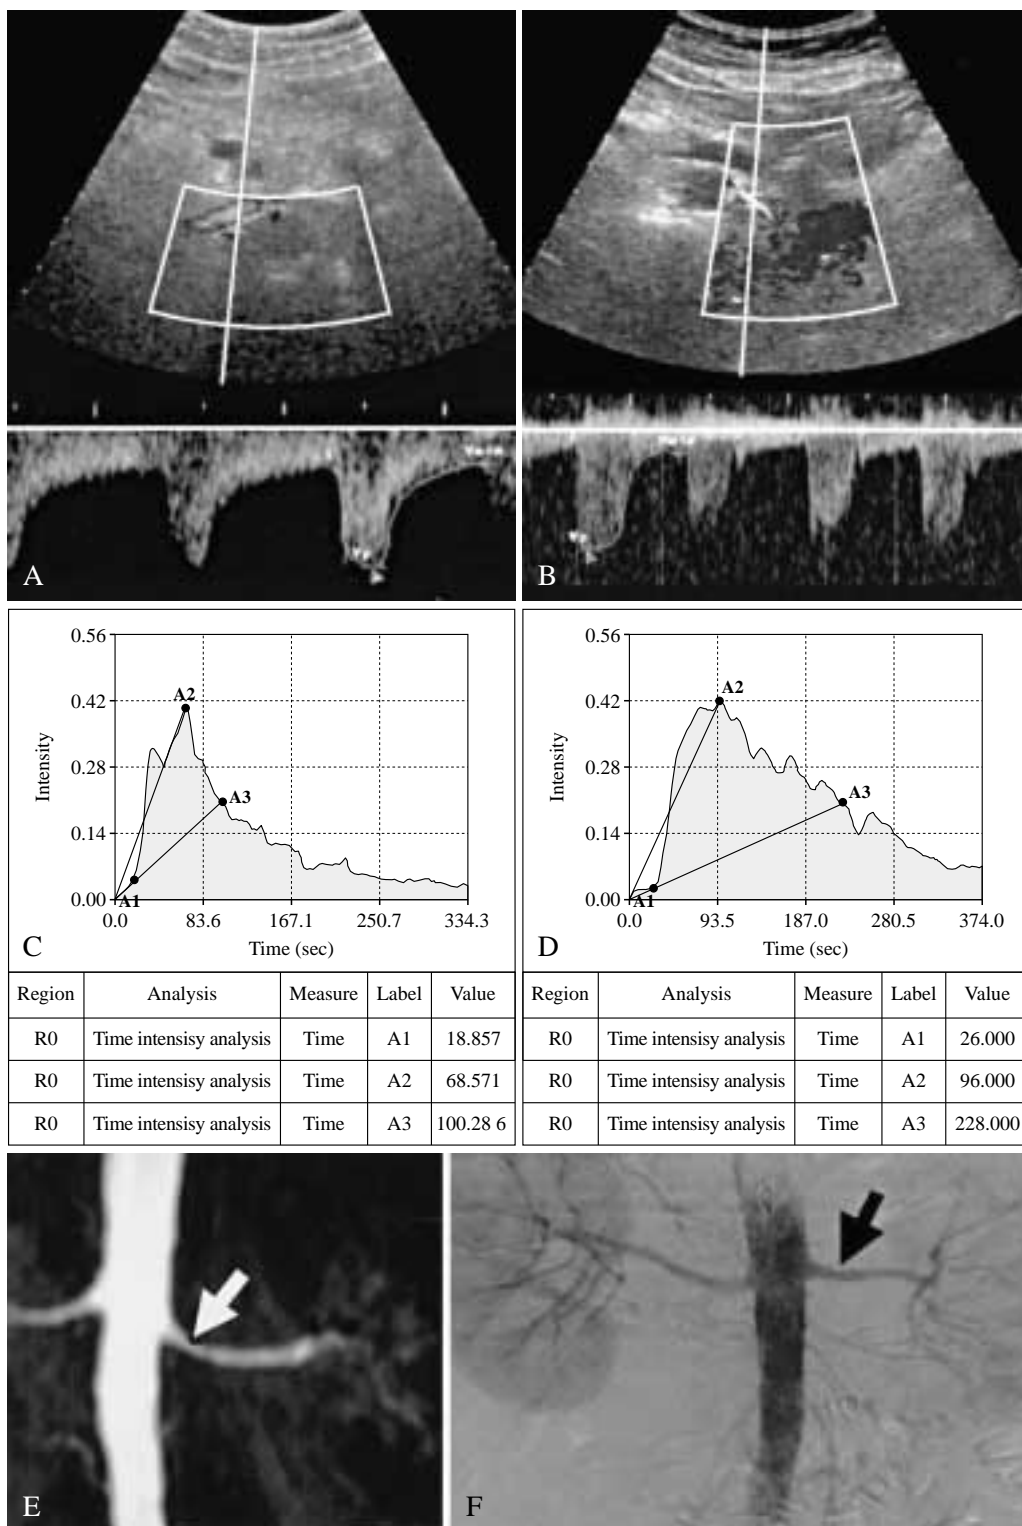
Stenosi di grado lieve ( $\leq 50\%$ ) dell'arteria renale sn. A) Reperti ECD normali a livello dell'arteria renale dx. B) Elevata velocità di picco sistolico all'origine dell'arteria renale sn (gli spettri sono rappresentati con due scale diverse in (A)  $-0,86$  m/s, in (B)  $-2,12$  m/s). C) Normale curva di enhancement a livello del rene dx. D) Ritardo patologico nelle fasi di wash-in e wash-out nella curva di enhancement del rene sn. E) Immagine coronale Angio-RM MIP tridimensionale evidenzia una stenosi di grado lieve (freccia) all'origine dell'arteria renale sn. F) La DSA antero-posteriore conferma (freccia) i reperti ecotomografici ed Angio-RM. *Mild stenosis ( $\leq 50\%$ ) of the left renal artery. A) Normal Doppler waveform at the right renal artery. B) High PSV at the beginning of the left renal artery (Spectra are presented with two different scales, A)  $-0,86$  m/s, B)  $-2,12$  m/s). C) Normal enhancement curve at the right kidney. D) The enhanced curve shows a pathologic delay in the wash-in and wash-out phases at the left kidney. E) Coronal, three-dimensional, MIP MR-angiography depicts a mild stenosis (arrow) at the origin of the left renal artery. F) Anteroposterior DSA (arrow) confirms the US and MR-angiography diagnosis.*
